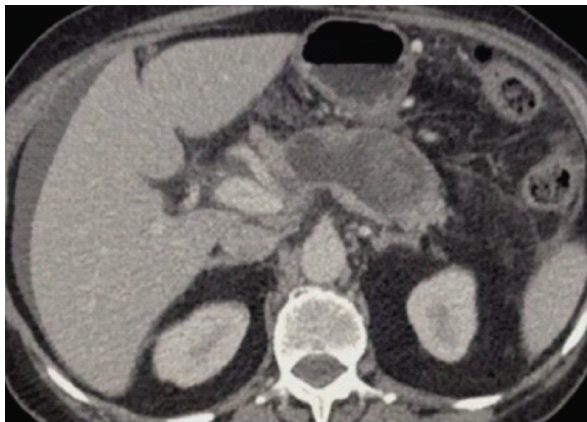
МСКТ с болюсным контрастированием пациента с панкреонекрозом. Венозная фаза, аксиальный срез
